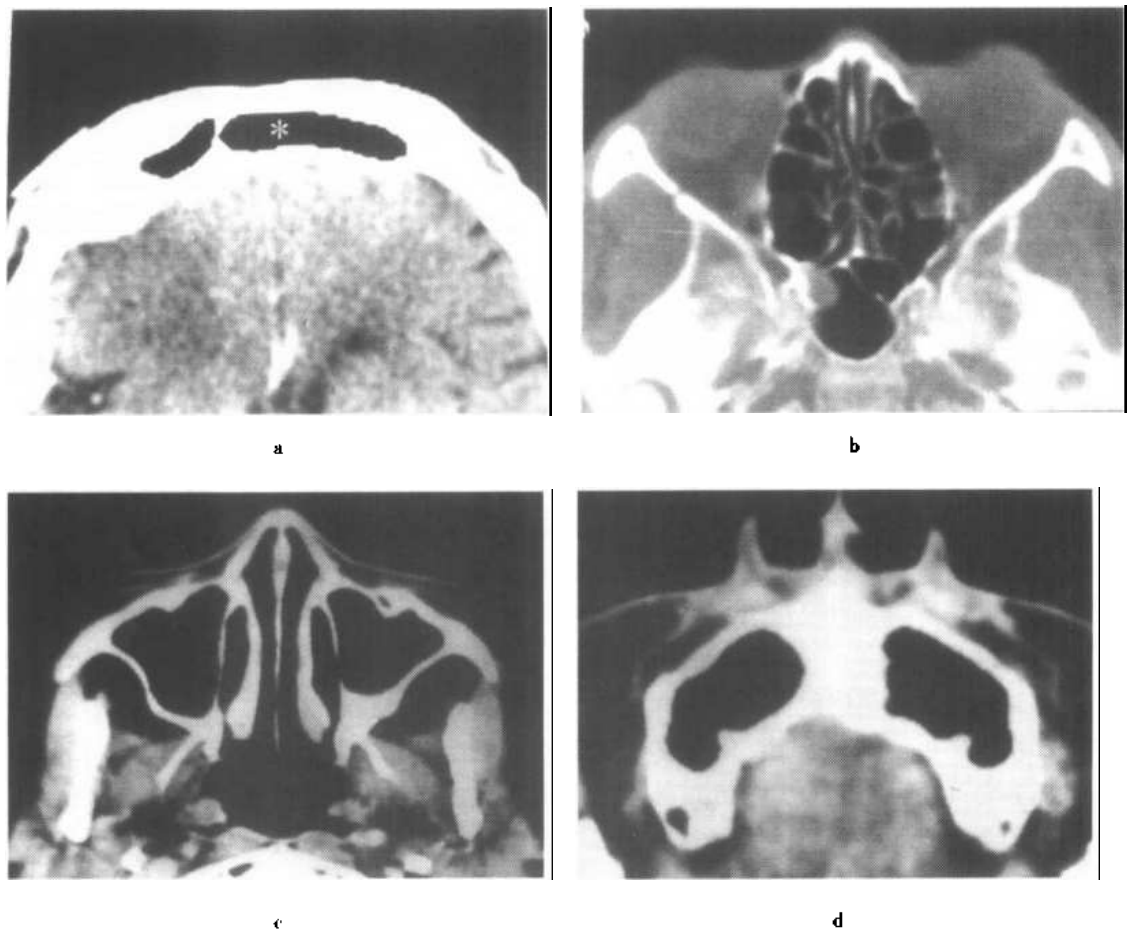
鼻腔、鼻窦横断面正常 CT 表现
